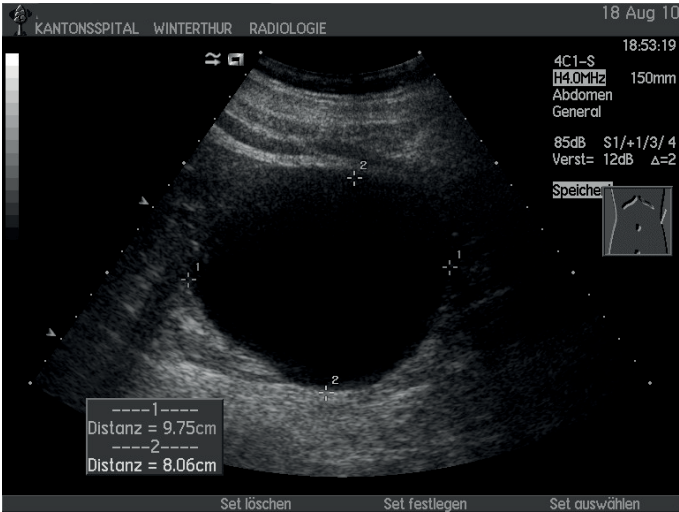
Bosniak Zyste Typ I: Sonographie
